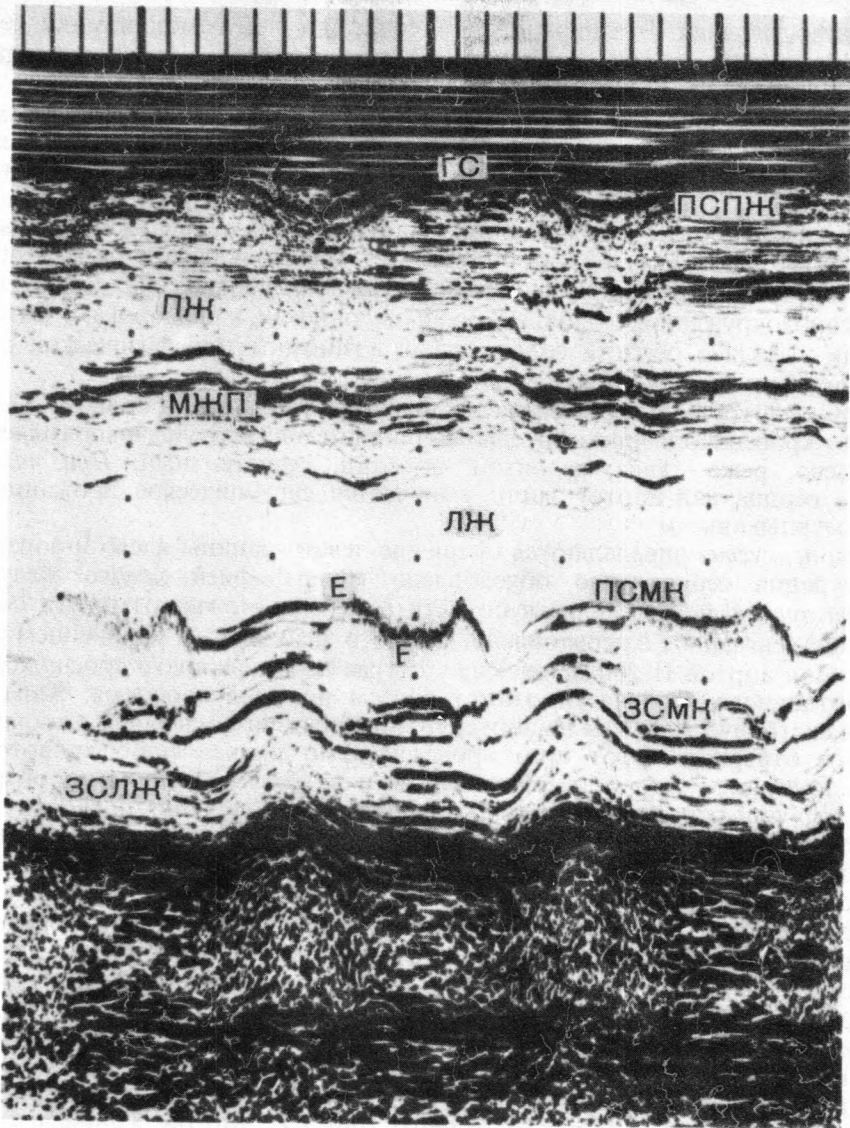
Эхокардиограмма при аортальной недостаточности (регистрируется трепетание передней стенки митрального клапана).
